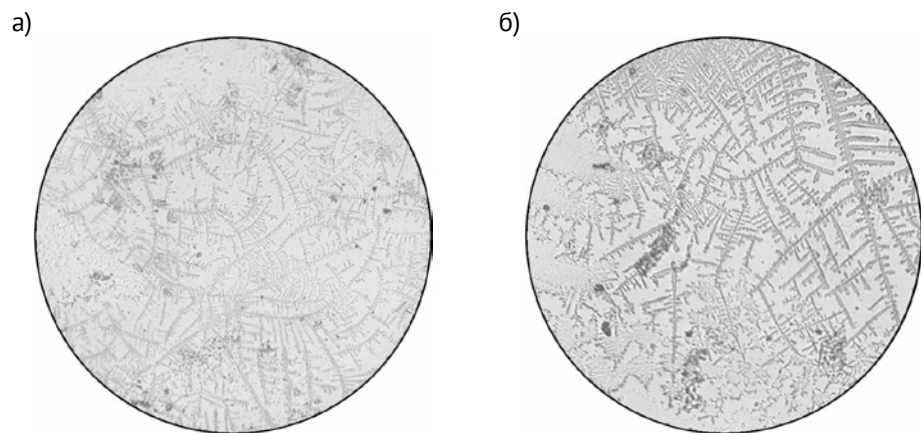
3б. Курсант Л., 20 лет. Фотография кристаллов слюны: а) до начала ортодонтического лечения (III тип по О.Ю. Пузиковой, 1972); б) спустя 13 месяцев от начала ортодонтического лечения (сохраняется III тип кристаллов)
